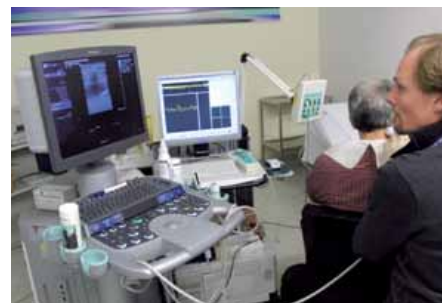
Sonographiegestütztes EMG
